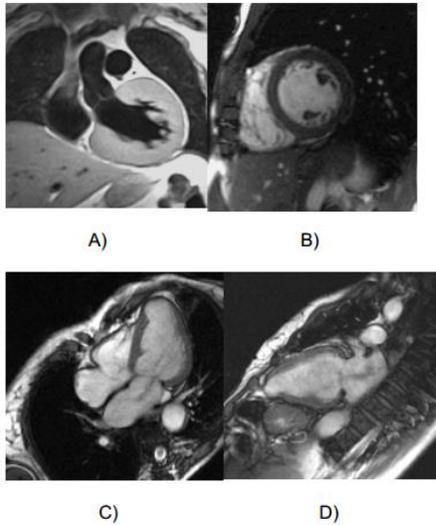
Imágenes de RM. A) plano coronal. B) plano eje corto. C) Plano 4 cámaras y D) Plano 2 cámaras.
